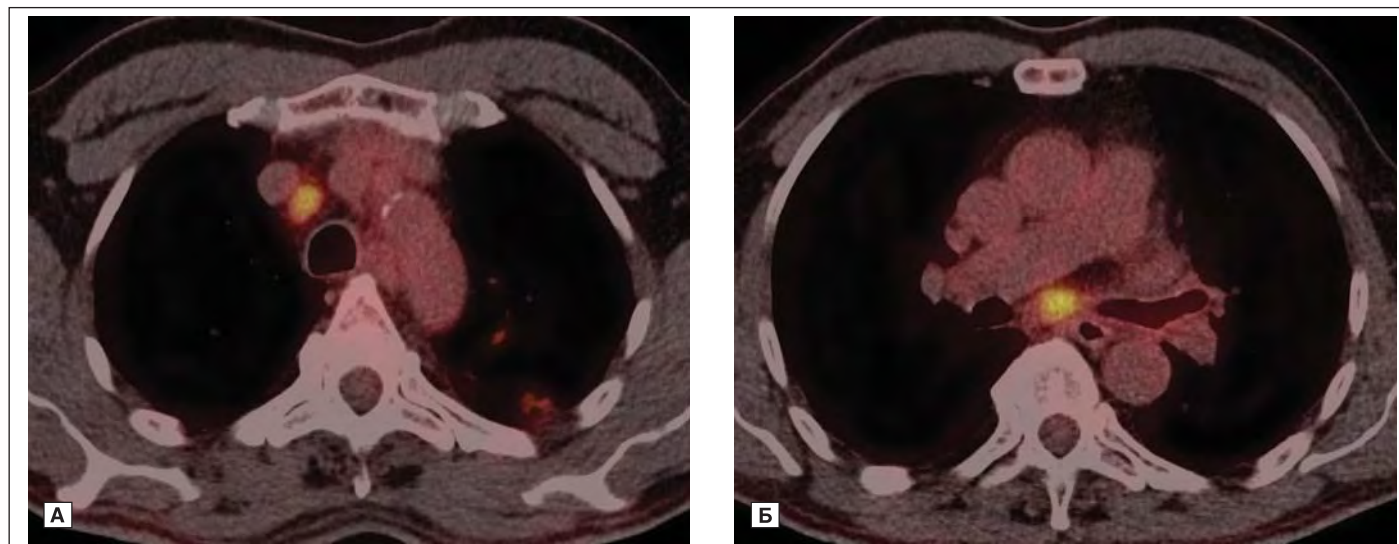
ПЭТ/КТ в диагностике паратрахеальных (А) и бифуркационных (Б) метастазов рака легкого.
